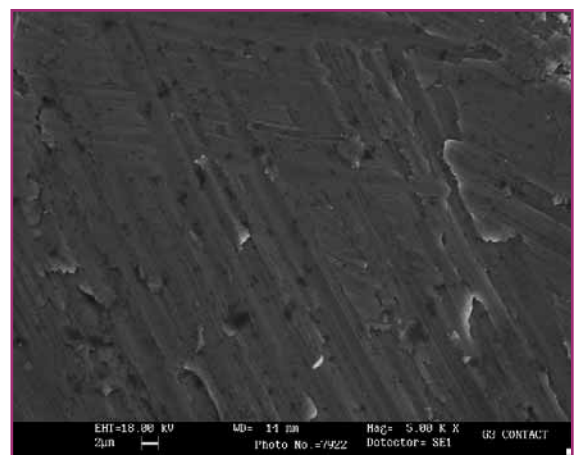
G3CT, Er:YAG, 200mJ 10 Hz a contatto senza acqua, SEM 5000x. Non si evidenziano alterazioni strutturali.
